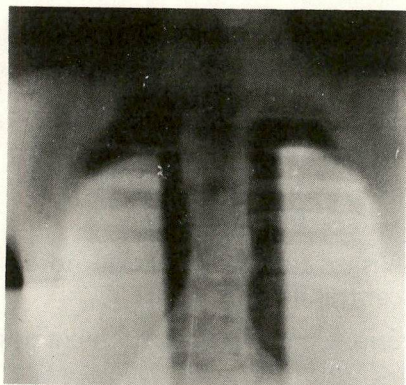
Radiografia em AP, com o Co-60, com os mesmos blocos para blindagem, em posição de tratamento.
